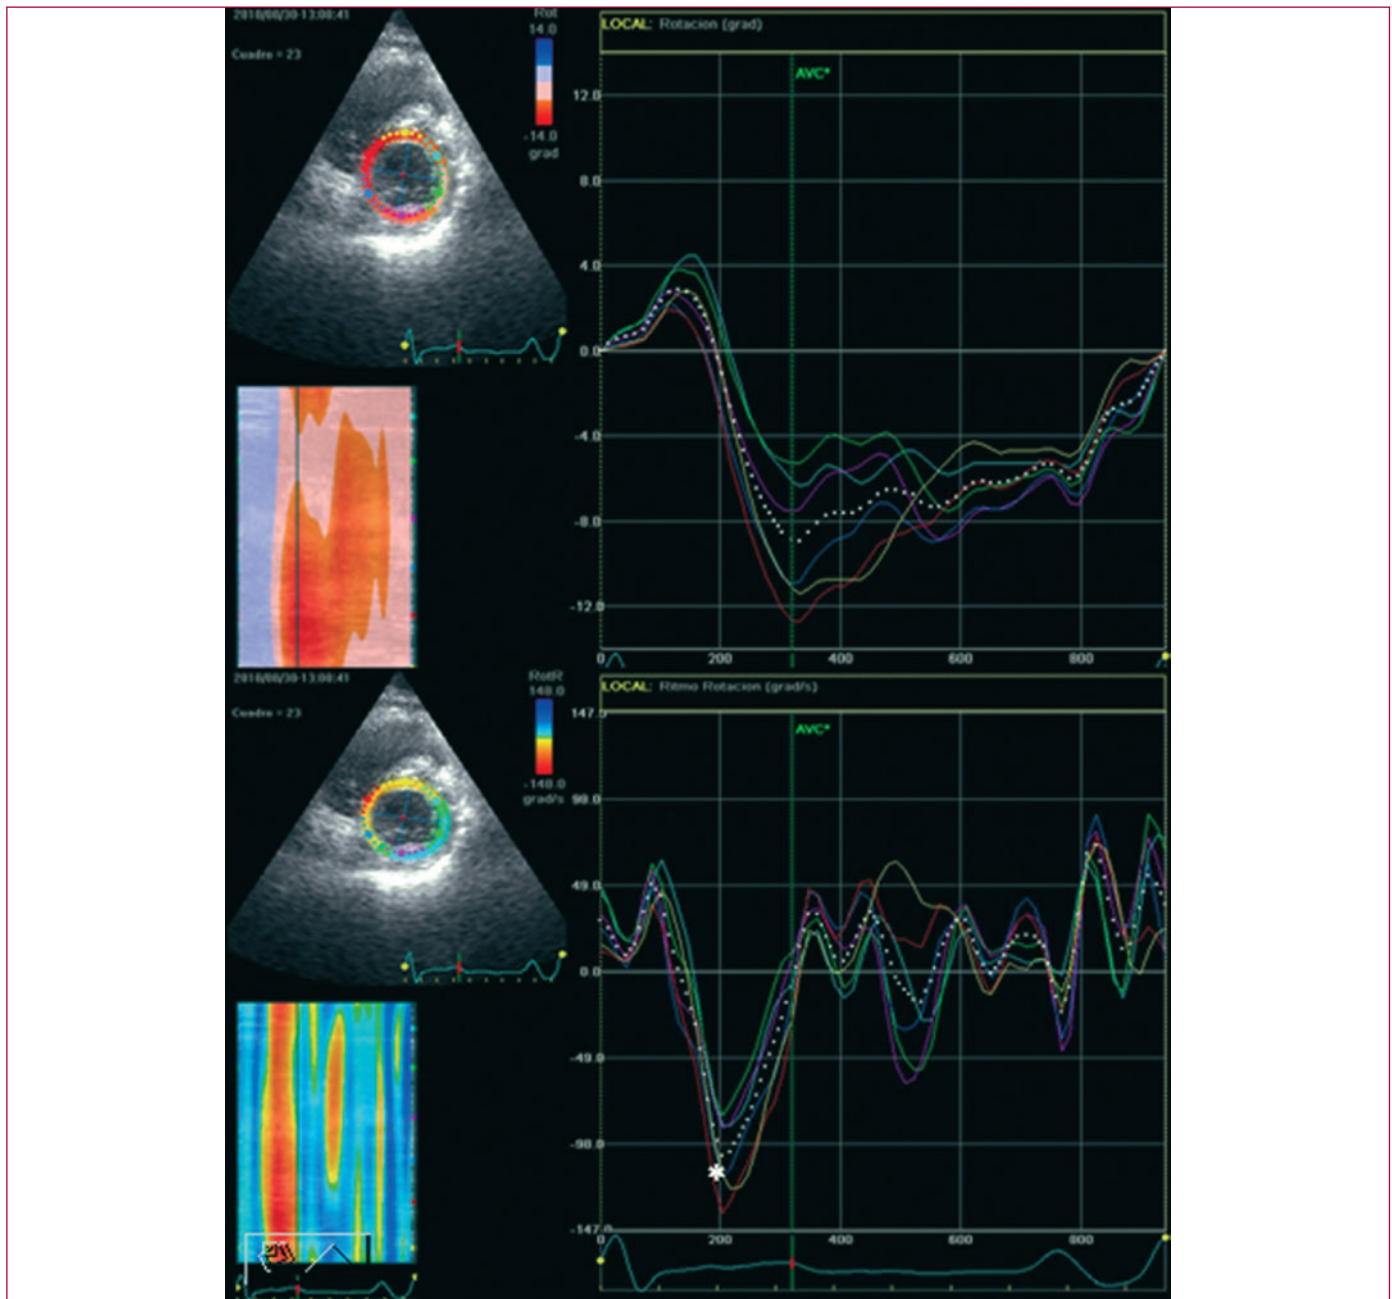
Influencia del entrenamiento físico en la función diastólica mediante Doppler tisular. Arriba: rotación del eje corto basal en atleta; inicialmente antihoraria, se hace horaria (negativa) durante la fase eyectiva. Abajo: *rotation rate* y *untwisting* en el mismo atleta y al mismo nivel, con pico de *untwisting* superior a $100^{\circ}/s$ (*).
